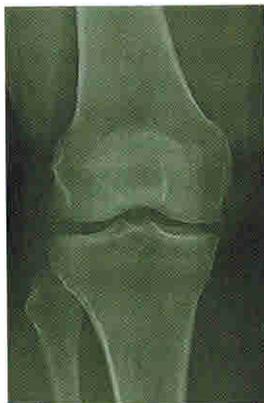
Стадия I. Сомнительные рентгенологические признаки
